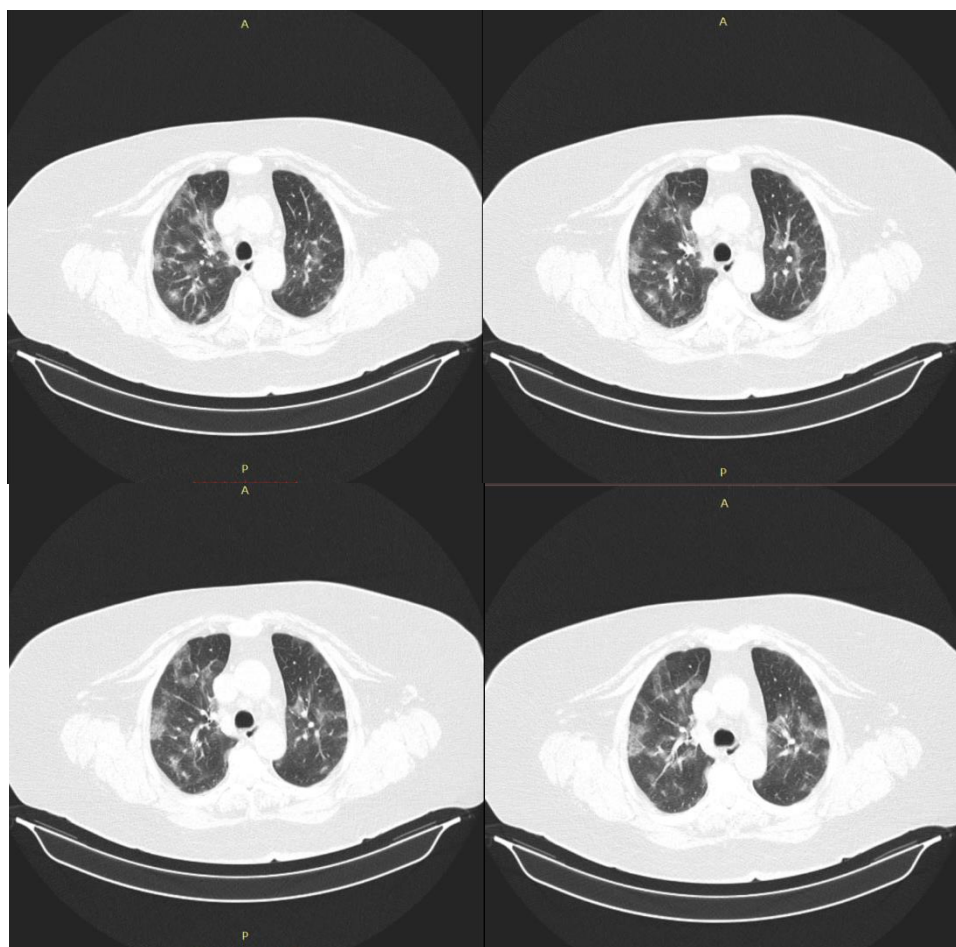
КТ органов грудной клетки от 22.04.20г (7 день заболевания):
